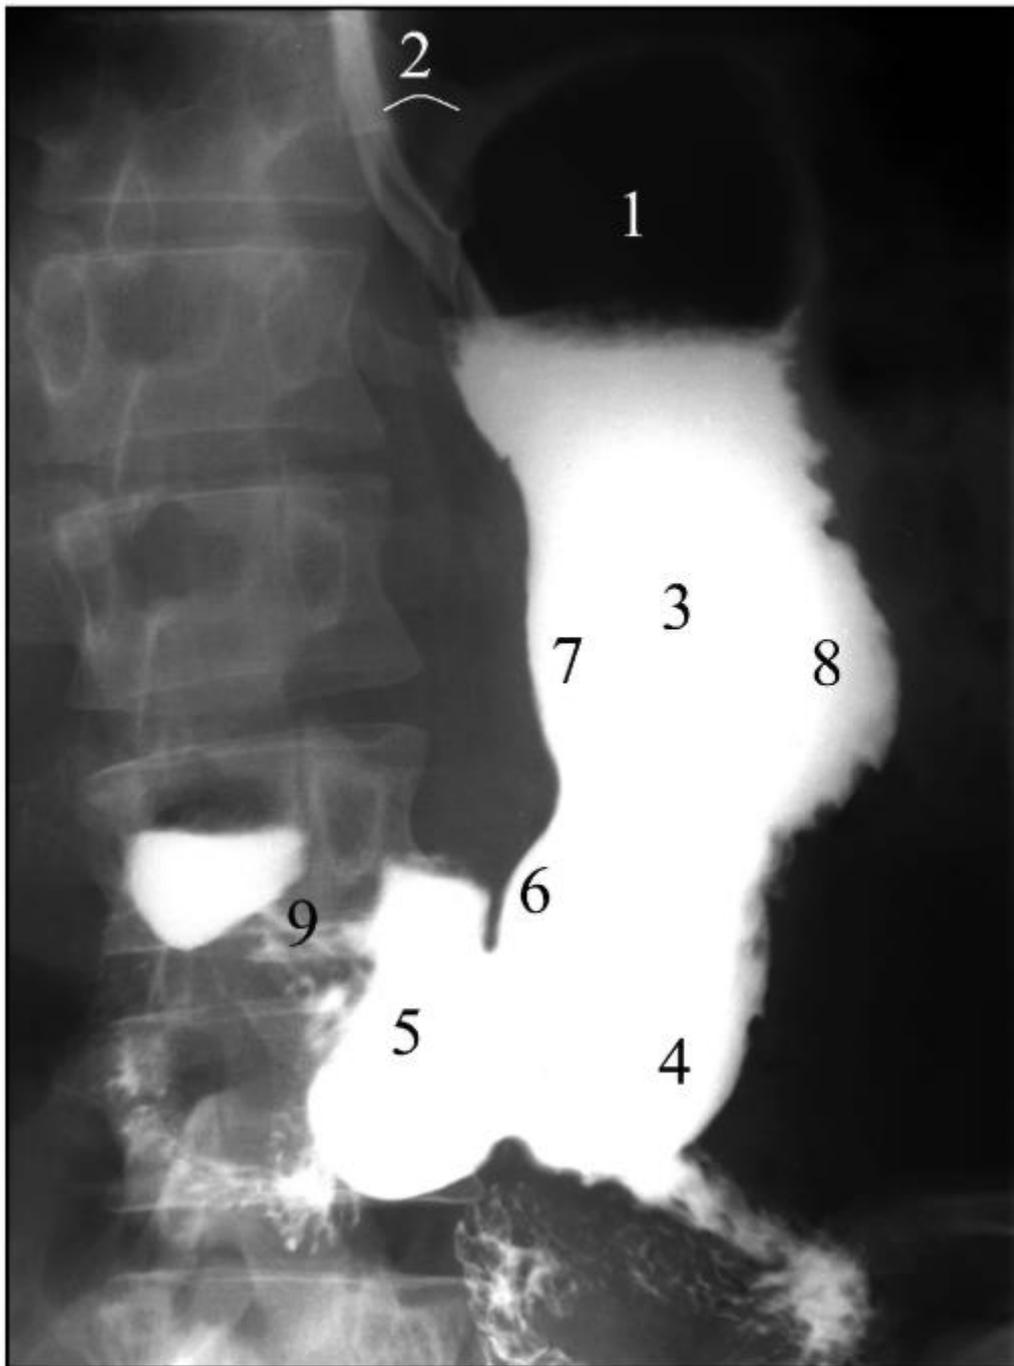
Рентгенограмма желудка в прямой проекции. Норма: 1 - свод; 2 - угол Гиса; 3 - тело; 4 - синус; 5 - антральный отдел; 6 - угол желудка; 7 - малая кривизна; 8 - большая кривизна; 9 - привратник
